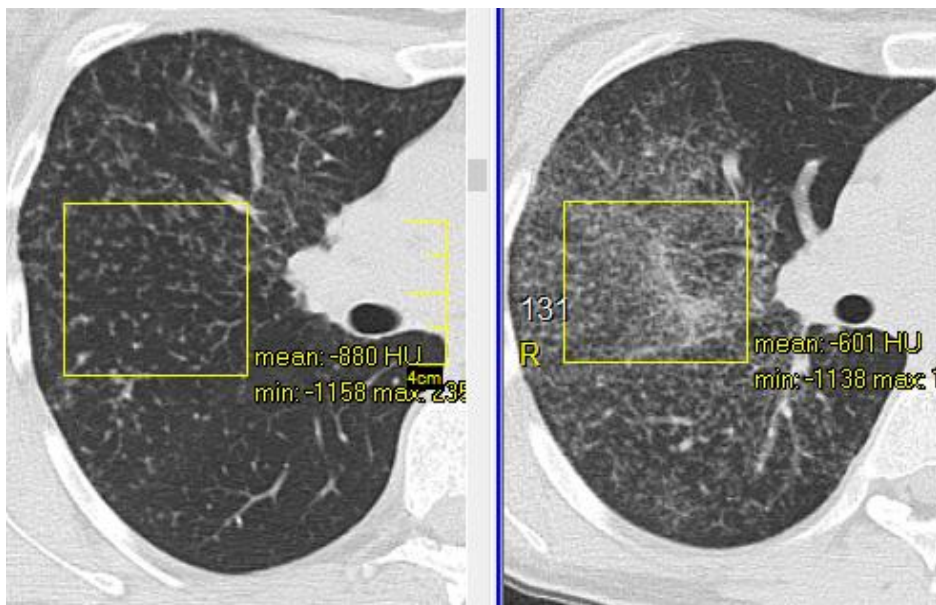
КТ хворої О., саркоїдоз II стадії (ліворуч): дрібновузликова дисемінація низької щільності (-880 HU); КТ хворого С., саркоїдоз II стадії (праворуч): дрібновузликова дисемінація високої щільності (-601 HU)
